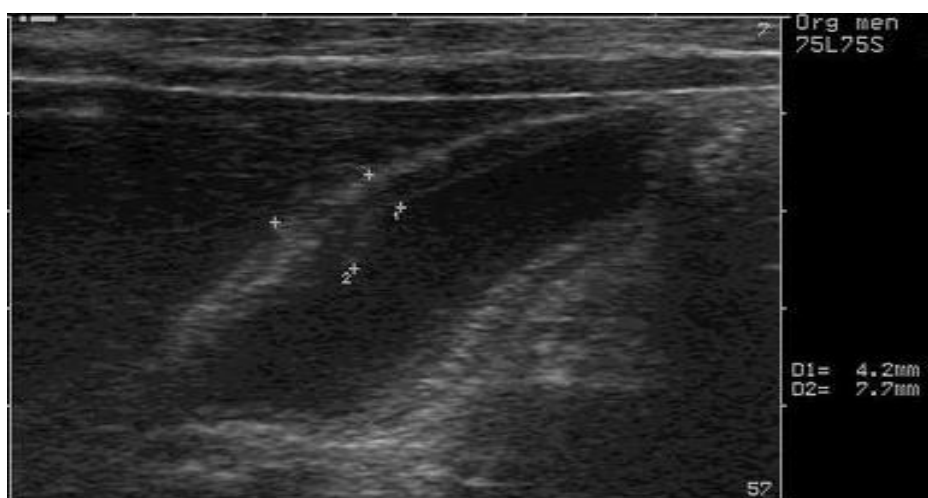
Ecografía abdominal en un paciente con colecistitis aguda alitiásica. Se aprecia la distensión vesicular y el engrosamiento de las paredes de la vesícula.
